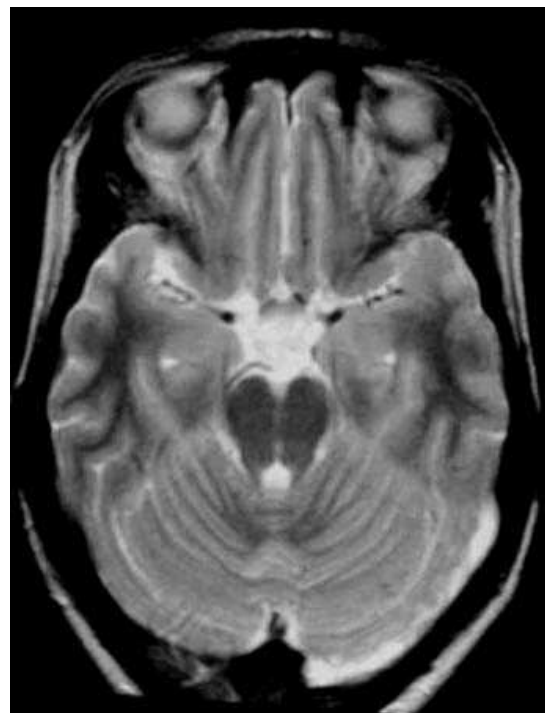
IRM cérébrale en coupes axiales ; séquence T2 montrant :
